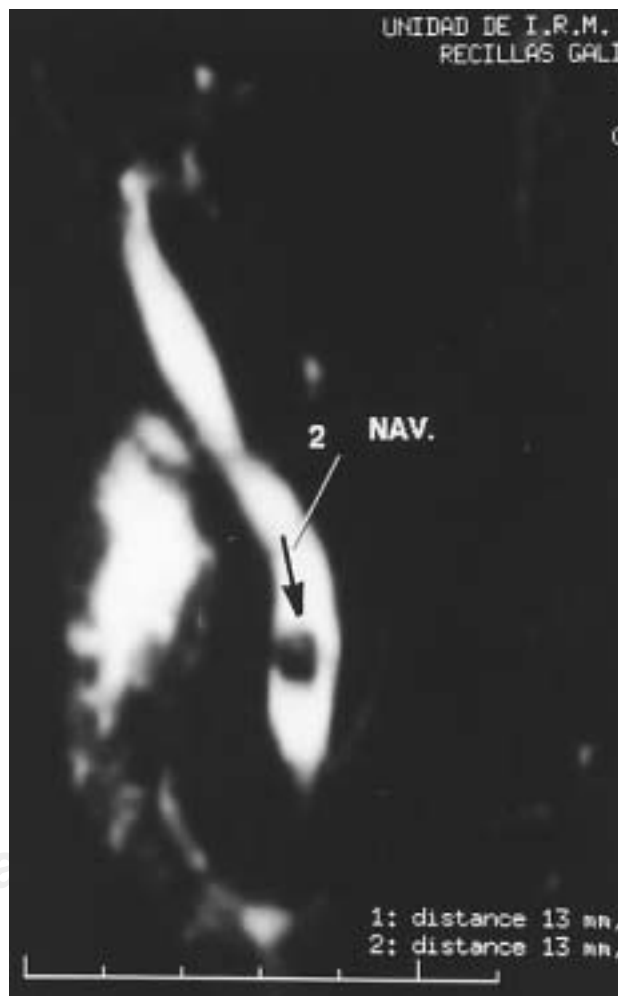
Colangio-resonancia que revela claramente un cálculo en el colédoco distal (flecha).
